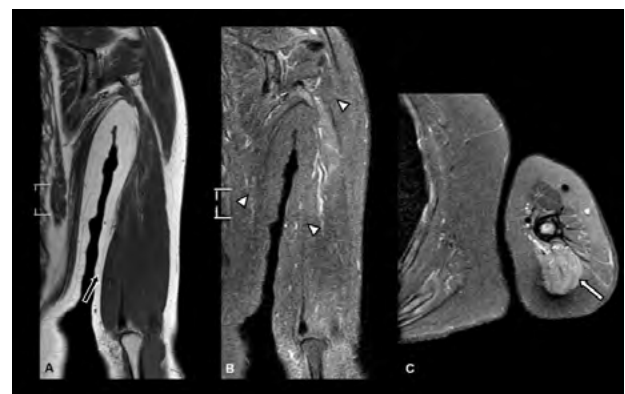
RM después de 13 meses T1 en coronal (A), T2 STIR coronal (B) y T2 STIR axial (C), normal intensidad de señal muscular (cabeza de fecha) y de la fascia peri muscular (flecha blanca), ausencia de reticulación de la grasa del tejido celular subcutáneo (flecha negra).
